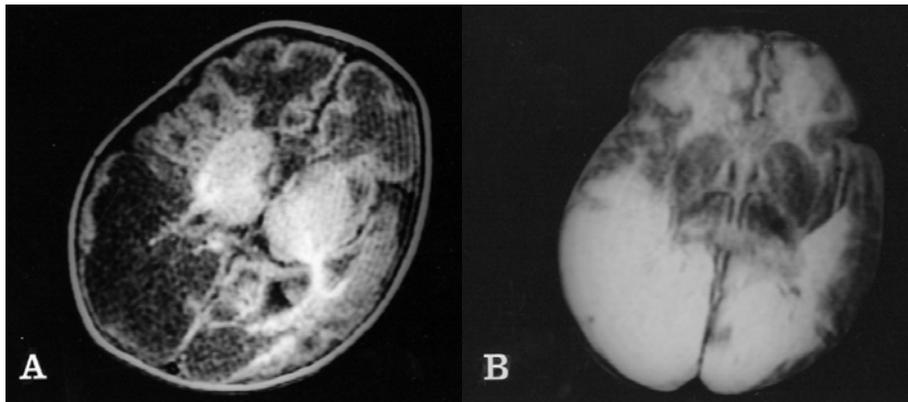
Axial T1(1A) and T2-weighted(1B) Magnetic Resonance Scan at the age of two weeks of life showed extensive encephalomalacic changes in the both frontal and parietal lobes(case 1).
